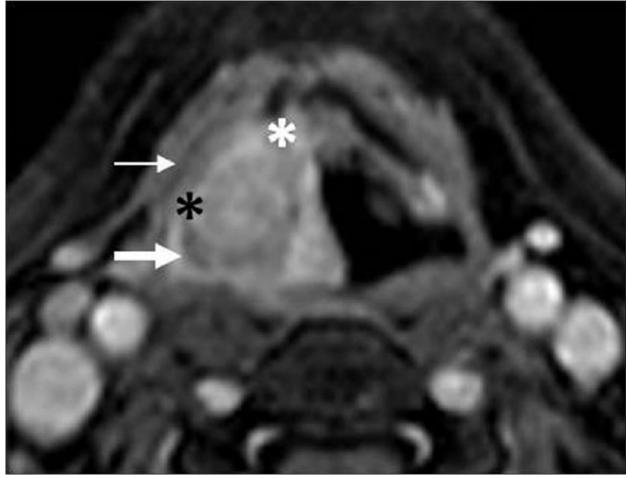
Cartilage invasion on MRI. Contrast fat-suppressed T1 image shows a large laryngohypopharyngeal mass invading preepiglottic (black asterisk), right paraglottic space (white asterisk) and right piriform sinus (thick arrow). Intracartilaginous enhancement is seen of similar intensity as tumor with thin rim of extralaryngeal tumor (thin arrow)
